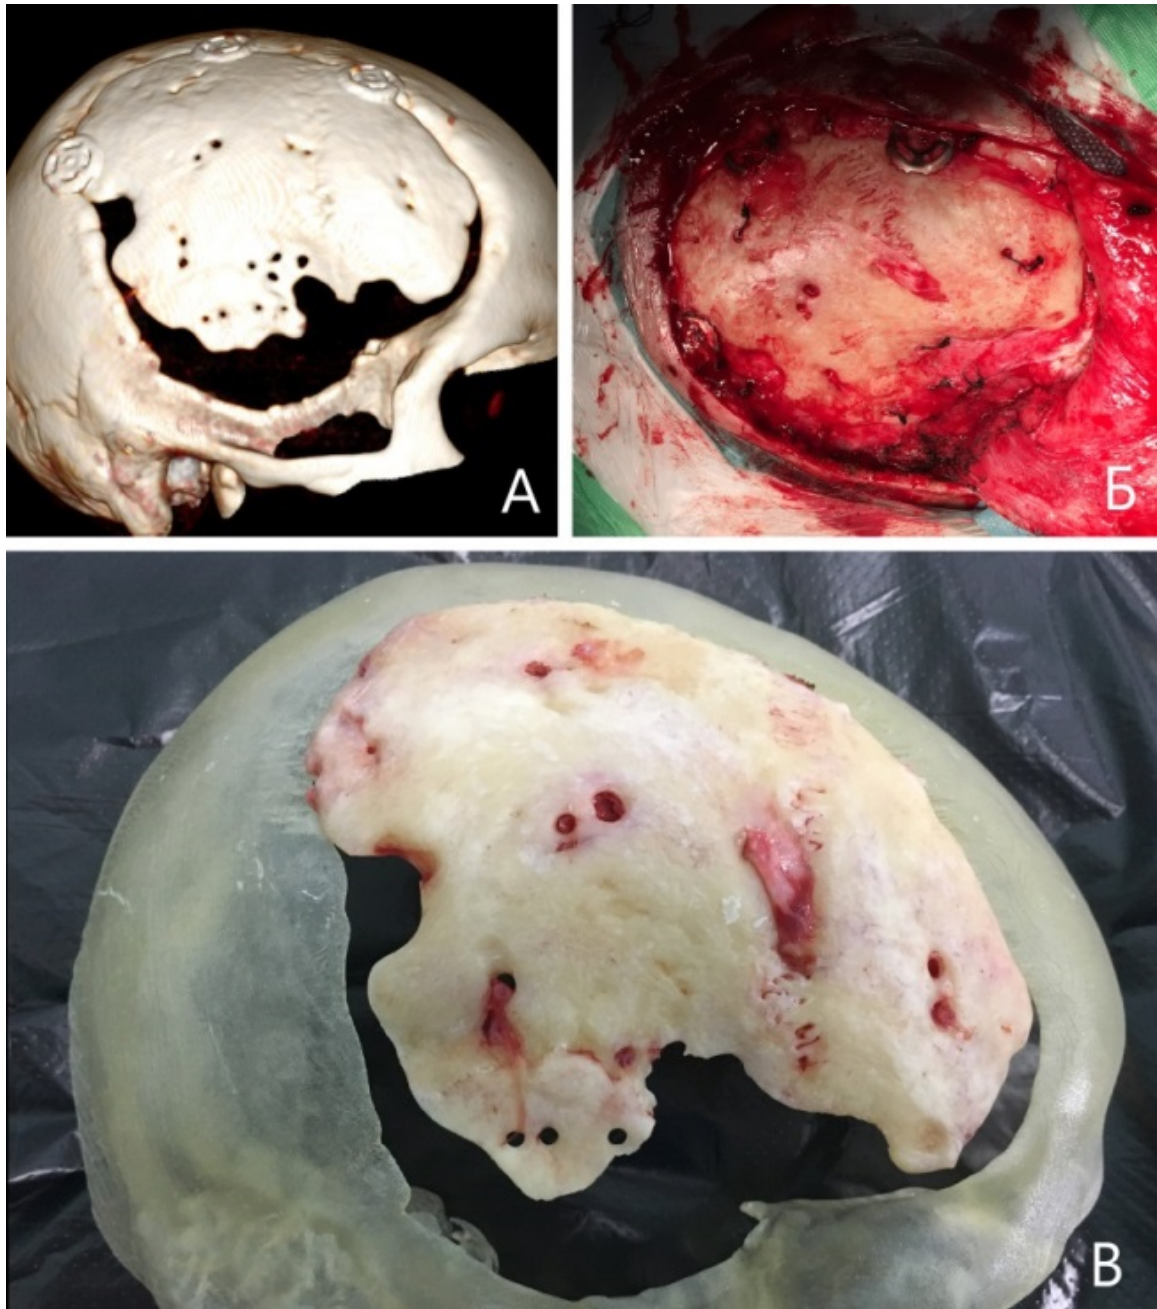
Аутолизис костного импланта через 11 месяцев после краниопластики. А — данные 3D реконструкции МСКТ исследования. Б — интраоперационный вид резорбции костного имплантата. В — демонстрация лизированного лоскута на 3D модели черепа пациента.
